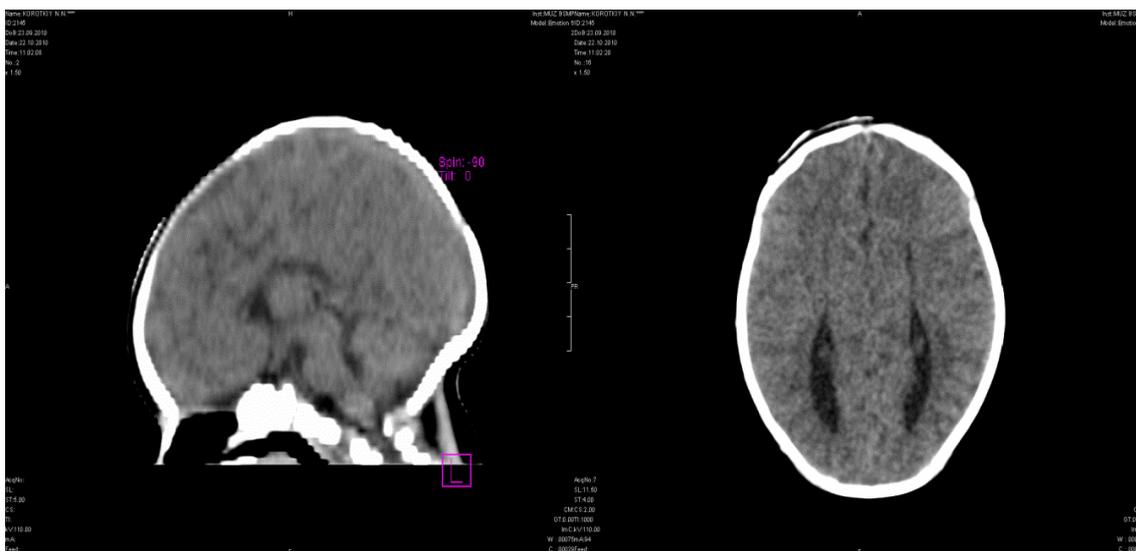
Агенезия мозолистого тела в сочетании с аплазией передних рогов и тел боковых желудочков у новорожденного ребенка при проведении компьютерной томографии.
